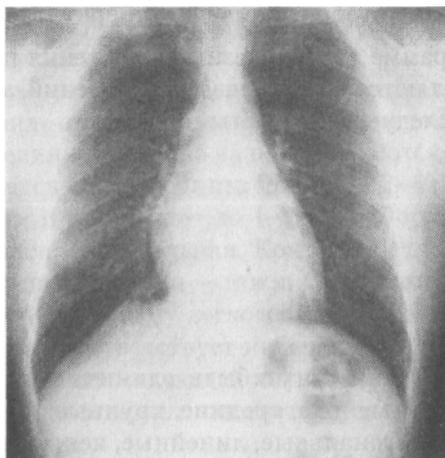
Нормальная рентгенограмма ребенка (обзорный снимок). Отсутствие воспалительных процессов в области лимфатических узлов средостения
